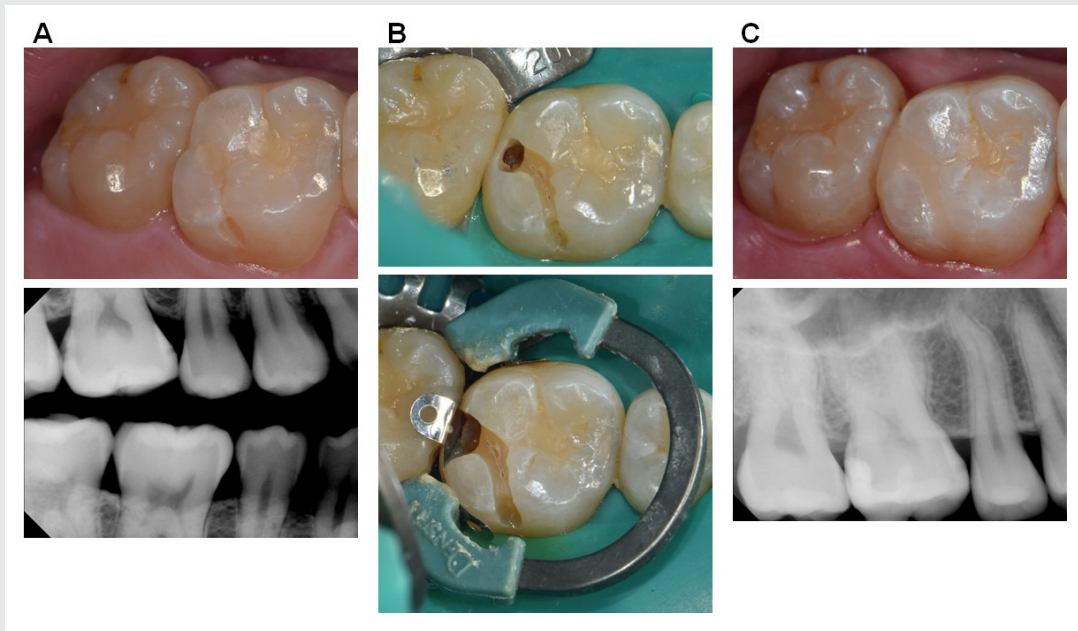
(A) bitewing x-ray에서 #16 치아의 distal caries가 관찰된다. (B) 우식을 제거하고 sectional matrix를 적용한 모습. (C) 복합레진 수복을 완료한 모습. x-ray에서 정확한 gingival margin, 적절한 contact area와 인접면 외형을 확인할 수 있다.
